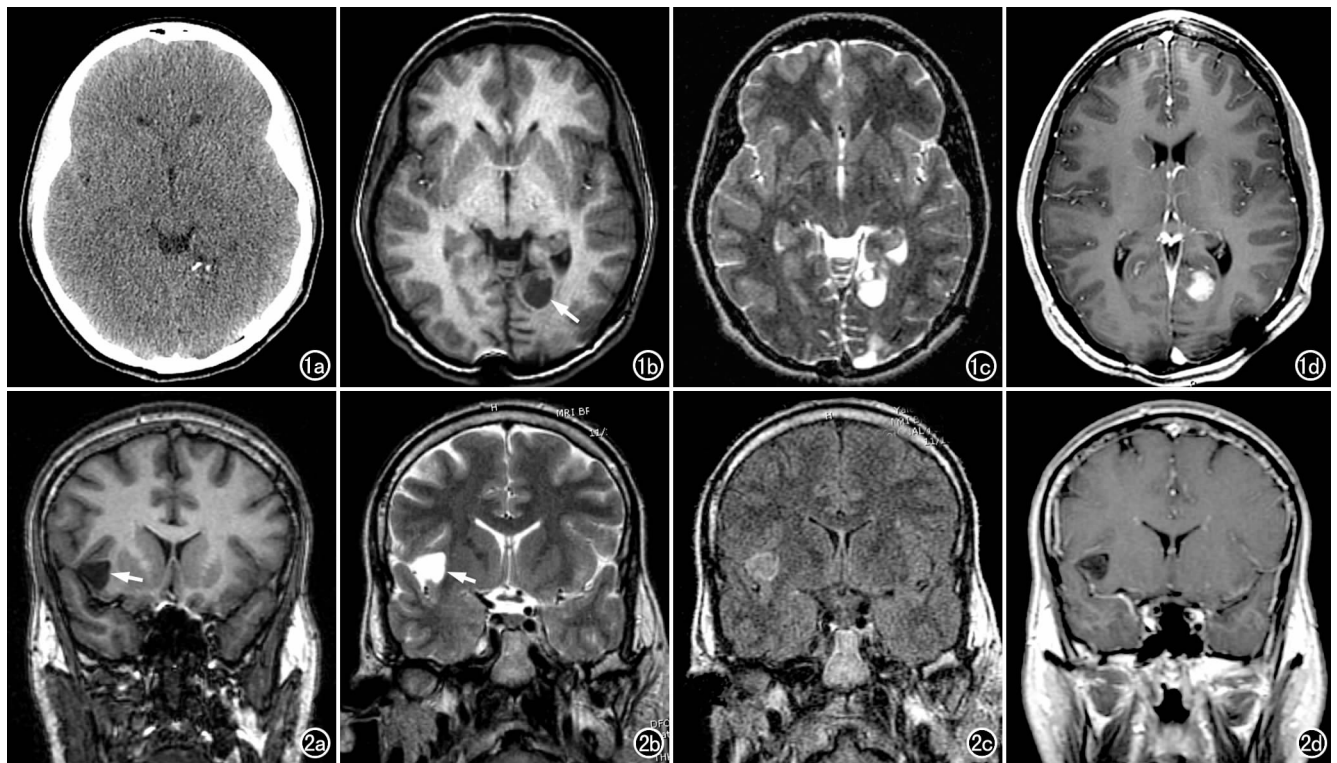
左枕叶节细胞胶质瘤。a) CT 平扫示左侧枕叶深部片状钙化灶; b) T_1 WI 示左侧枕叶低信号结节 (箭), 边界清楚; c) T_2 WI 示左侧枕叶结节呈高信号, 分叶状; d) 增强扫描示结节明显强化。图 2 DNET。a) T_1 WI 示右侧岛叶皮层内类三角形囊状低信号灶 (箭), 边界清楚; b) T_2 WI 示右侧岛叶病灶呈明显高信号 (箭); c) FLAIR 示囊性病灶周边呈环形高信号, 有一定特征性; d) 增强扫描示囊壁及内部均无明显强化。
